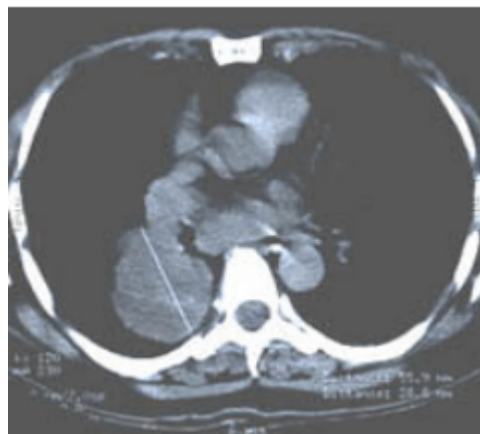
Cancer à petites cellules. La radiographie du thorax objective une volumineuse opacité du lobe supérieur gauche contourant l'aorte associée à un comblement de la fenêtre aorto-pulmonaire. Il n'existe pas de signe en faveur d'un épanchement pleural, d'une paralysie phrénique, d'une atteinte osseuse ou d'une autre localisation parenchymateuse. Les coupes médiastinales scannographiques montre une volumineuse tumeur médiastino-pulmonaire entrant en contact avec l'artère pulmonaire gauche, l'aorte, l'œsophage et
